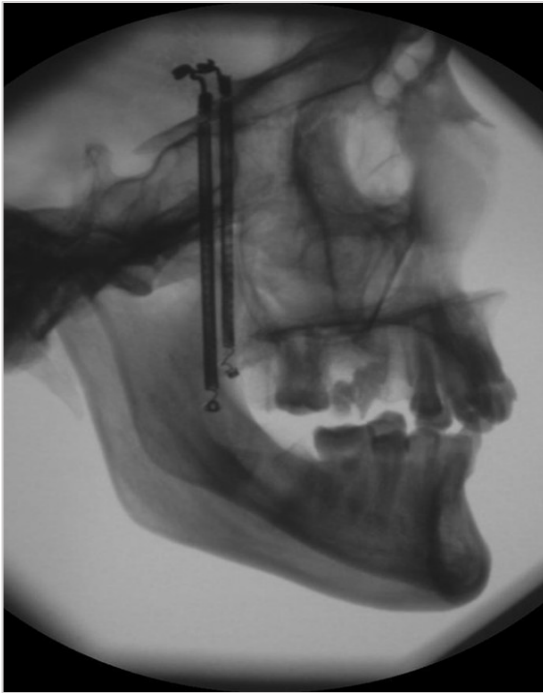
Original-Röntgen der Anatomie
